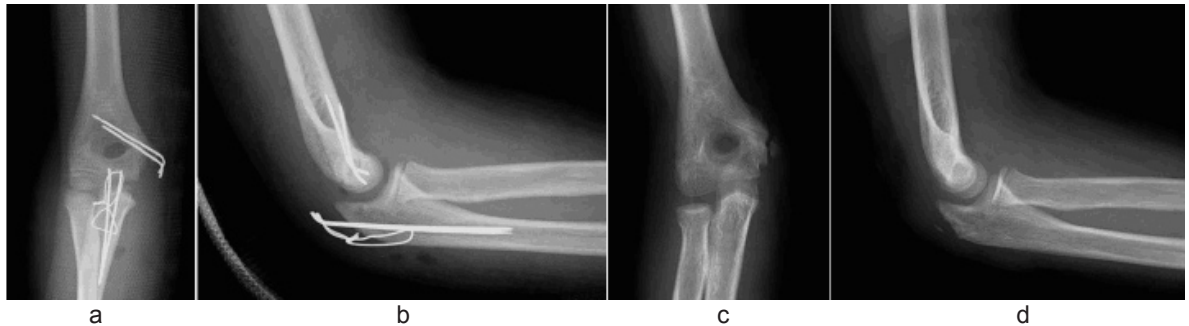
症例2 a,b: 術後単純X線像 c,d: 最終調査時単純X線像
